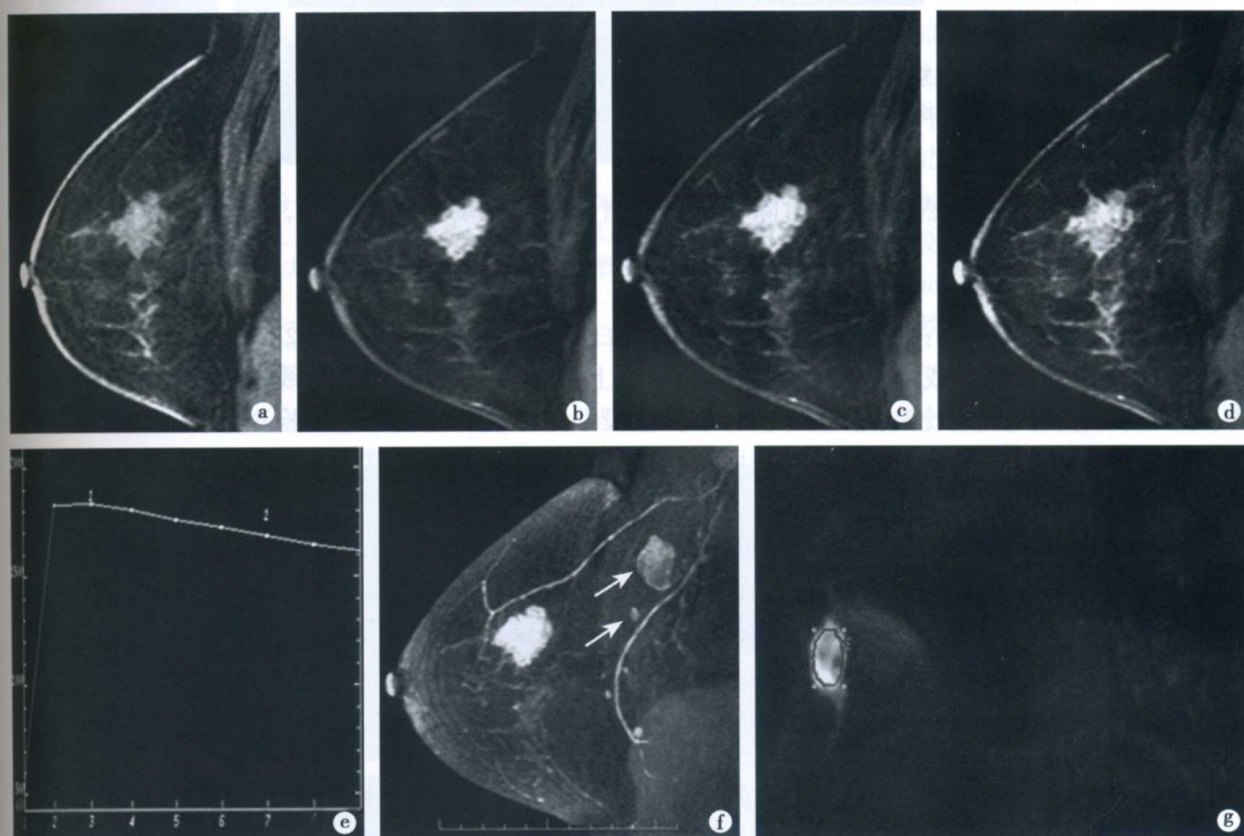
右乳腺非特殊型浸润性导管癌伴右腋下多发淋巴结转移 MRI 表现
